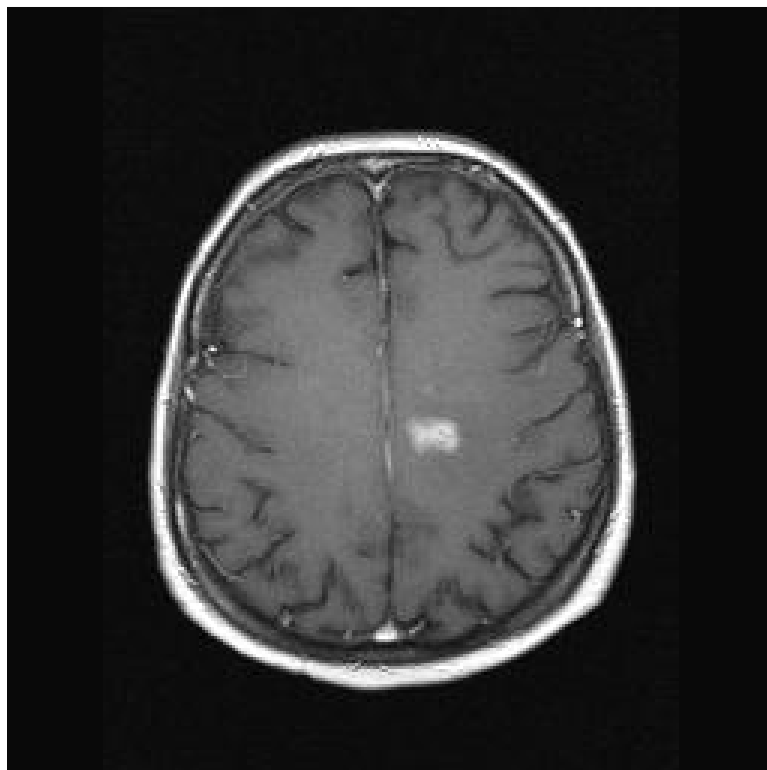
MRT-Darstellung einer 1,5 cm messenden, kontrastmittelaufnehmenden Raumforderung links hochfrontal bei klinischen Zeichen der hirnanorganischen Wesensänderungen.
